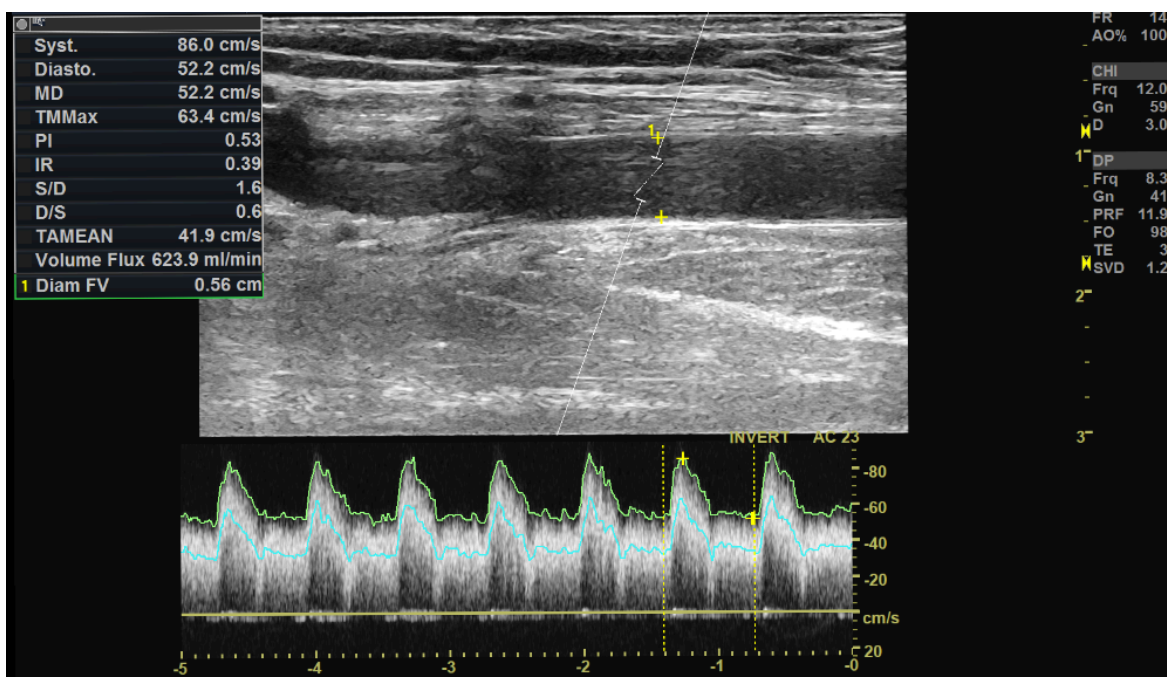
Échodoppler de la FAV en mode pulsé, montre un hypodébit mesuré au niveau de l'artère brachiale à 620ml/min et IR à 0,40
